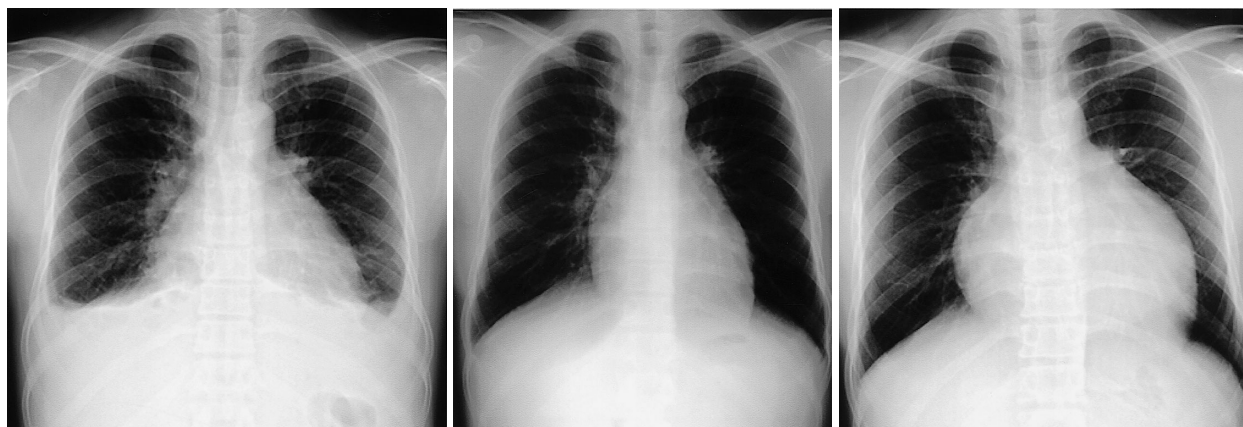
Chest roentgenograms showing serial changes
